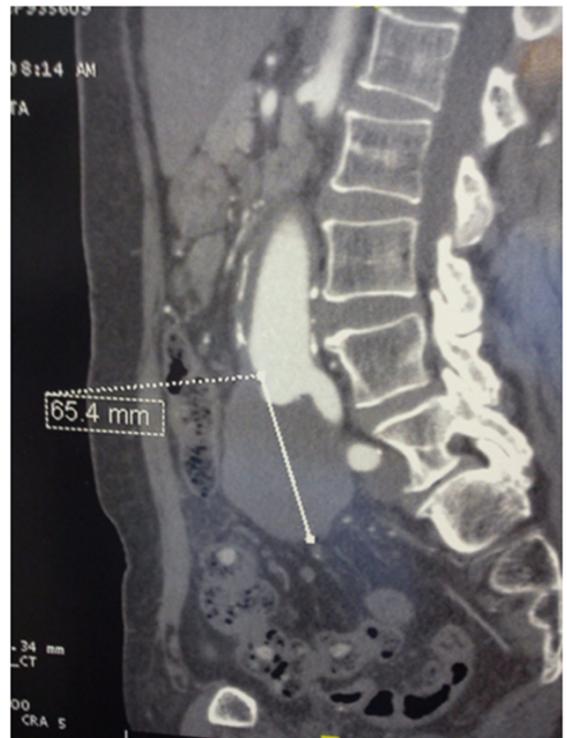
Angiotomografia: Plano sagital com pseudoaneurisma trombosado de 65 mm em anastomose distal.
